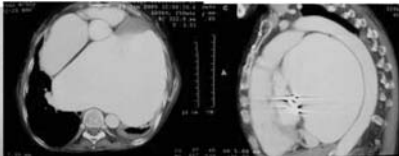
Computed tomography: images: axial and coronal
